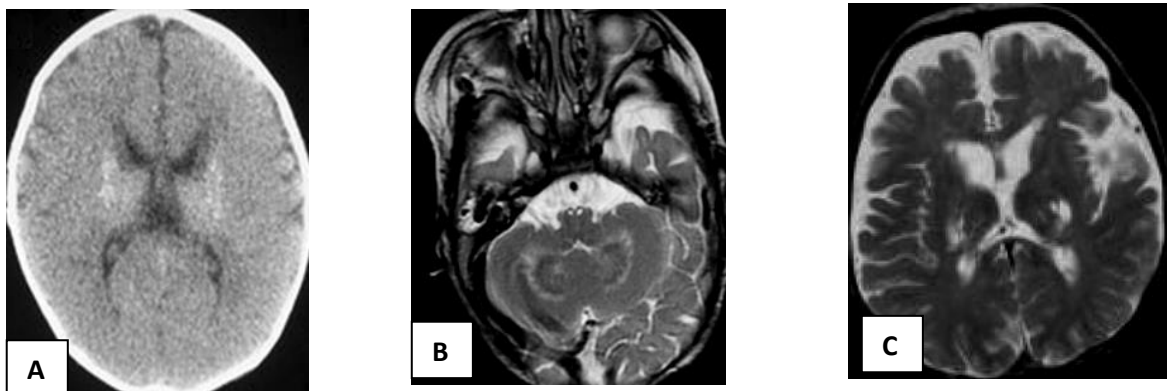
en A TDM sans injection, présence d'hyperdensité thalamique bilatérale et symétrique .En B IRM pondérée T2 image hyper intense et hypo intense des noyaux
